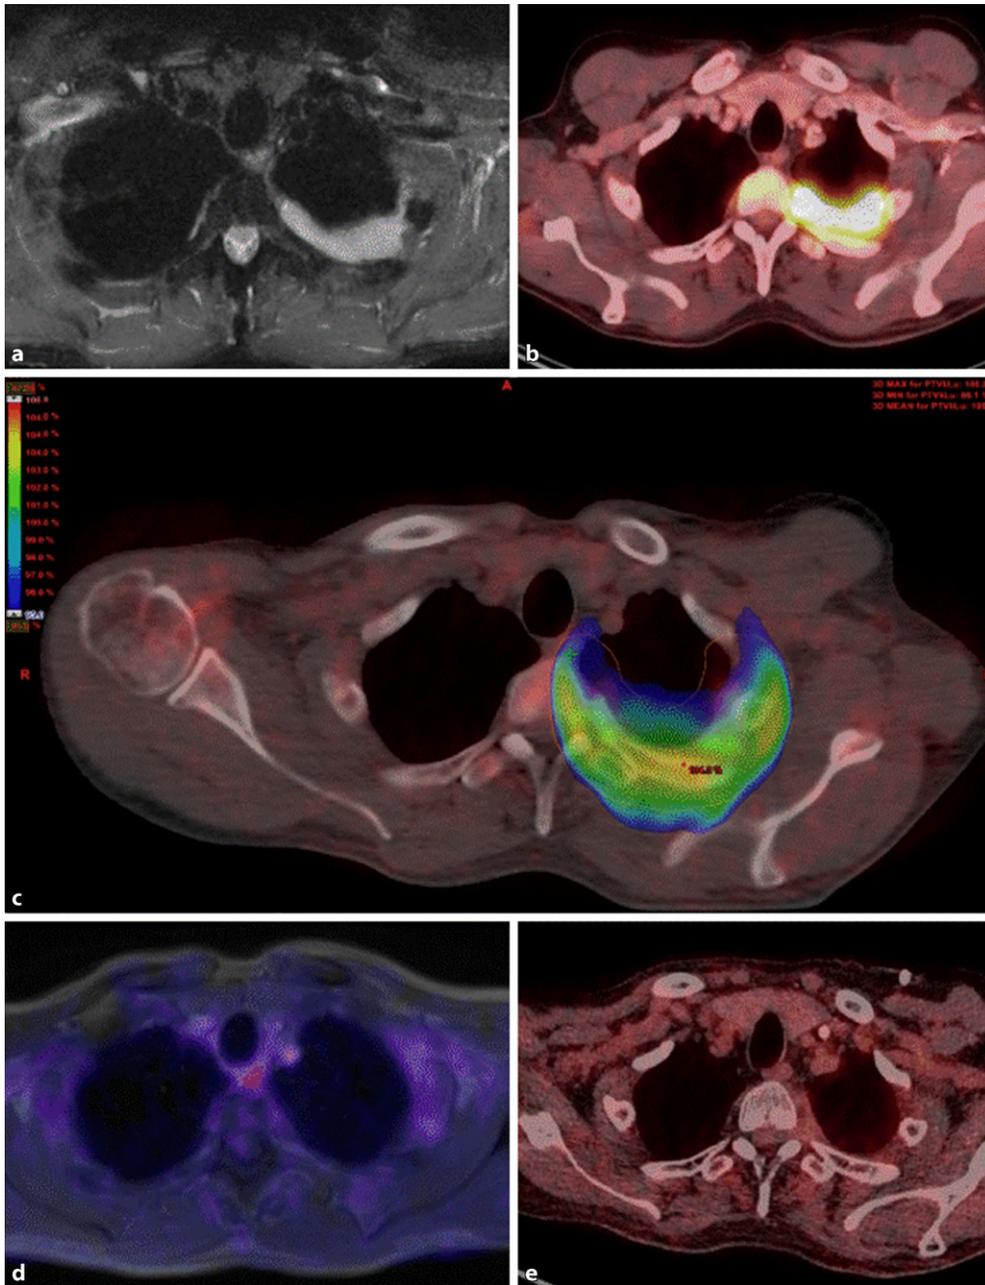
Patient mit pleuraler Manifestation einer akuten myeloischen Leukämie (AML) in Form einer apikodorsalen Verdickung von bis zu 2 cm. a,b Aufnahmen mittels Magnetresonanztomographie (MRT) und Positronenemissionstomographie-Computertomographie (PET-CT) vor Therapie. c PET-CT-Bild mit eingeblendeter Bestrahlungsdosisverteilung (95 % Strahlendosis) als intensitätsmodulierte Bestrahlung. d,e PET-MRT- und PET-CT-Bilder 6 Monate nach Therapie mit Nachweis einer kompletten Remission der Manifestation. (Aus [17])
